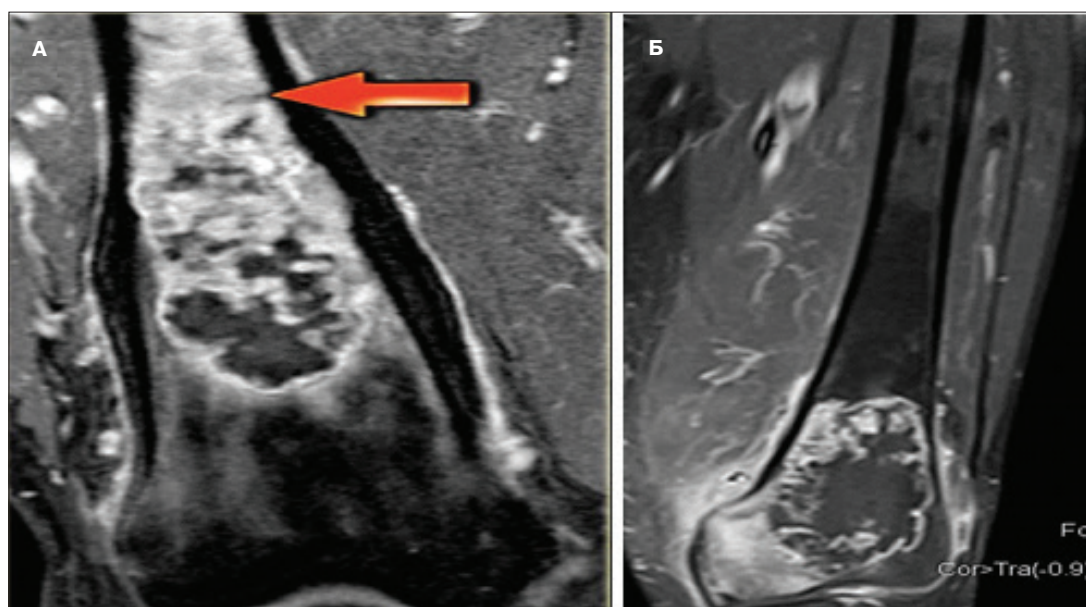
а) Мезенхимальная хондросаркома; б) низкодифференцированная хондросаркома. На МРТ в Т1ВИ с контрастным усилением определяется неоднородное накопление парамагнетика с выраженным отеком прилежащих отделов, полостью некроза [26]
